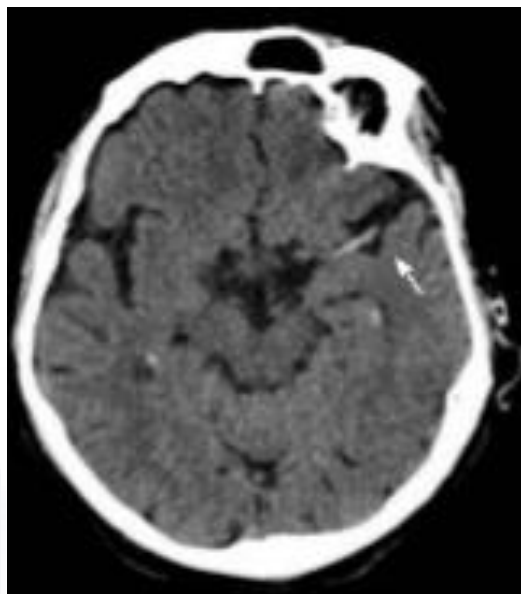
Tomografía no contrastada tomada 1 hora después del inicio de sintomatología neurológica focalizada mostrando el signo de la hiperdensidad de la ACM. Tomada de World J Radiol 2010 September 28; 2(9): 354-357
